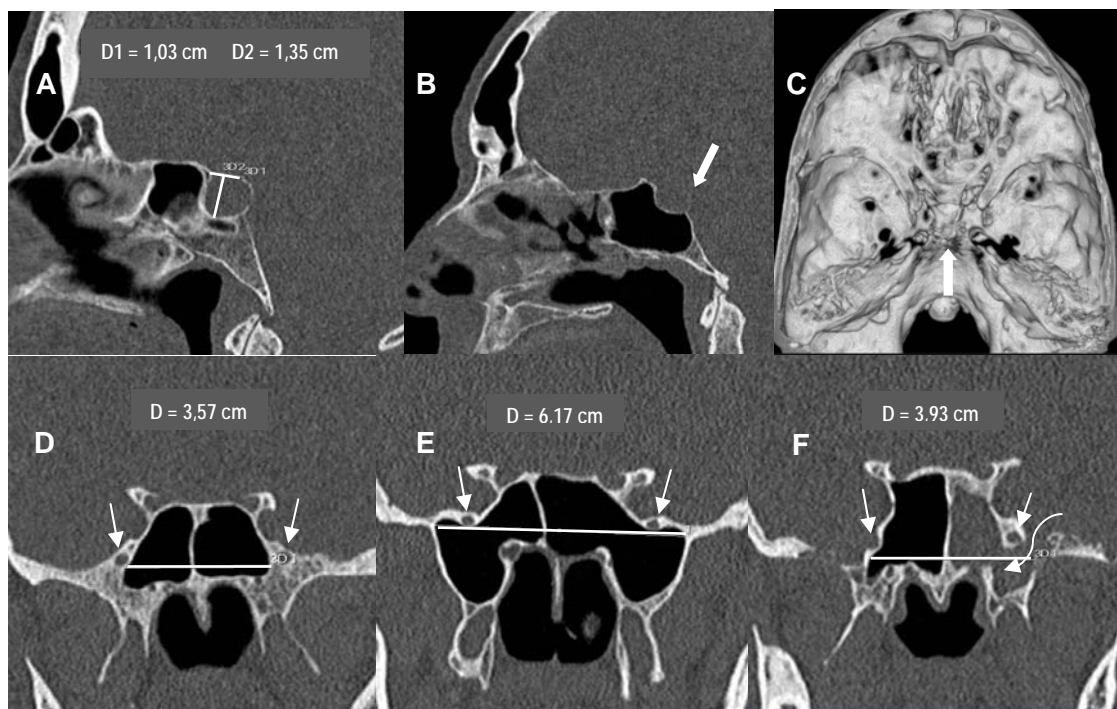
Tomografias computadorizadas do crânio. A) Exemplo de medidas dos diâmetros ântero-posterior (D1) e súpero-inferior (D2) da sela túrcica, B) exemplo de dorso selar erodido na reconstrução multiplanar sagital, C) exemplo de dorso selar erodido na reconstrução tridimensional (mesmo caso que em B), D,E,F) exemplos de medidas de seios esfenoides. D) não há projeção lateral aos forames redondos, E) existe aeração bilateral dos recessos laterais, mas sem fístula liquórica, F) nota-se pneumatização do recesso lateral esquerdo, com brecha ósteo-meníngea na região ântero-medial da fossa média. (setas largas: dorso selar erodido, setas pequenas e retilíneas: forames redondos, seta longa e curvilínea: brecha ósteo-meníngea).
